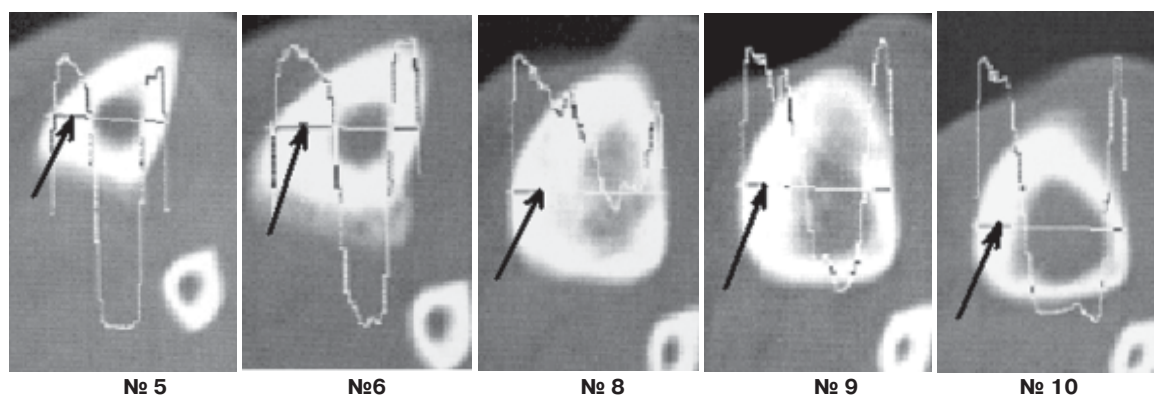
Гистограммы некоторых уровней КТ сканирования области ложного сустава через 2 года после инъекции «ЛитАр». Плотность кортикального слоя на уровне сканирования в точке, указанной стрелкой, составила: № 5 – +1752, № 6 – +1636, № 8 – +1532, № 9 – +1519, № 10 – +1533 Н (ед. Хаунсфилда).
